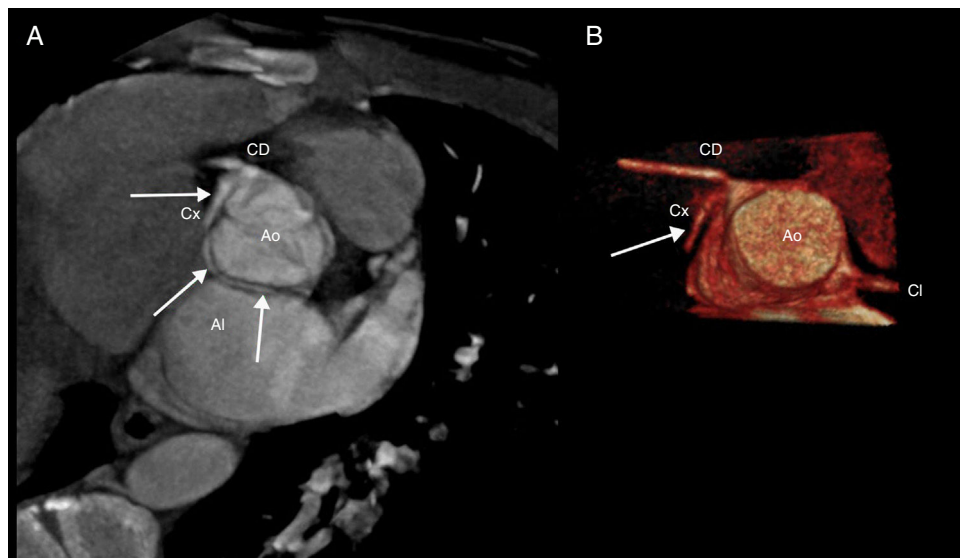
A) Corte axial de la tomografía computarizada multicorte. Las flechas blancas señalan el origen y recorrido de la circunfleja (Cx). Esta se origina en el seno coronario derecho, a partir de un *ostium* independiente al de la coronaria derecha (CD), con un trayecto retroaórtico entre aorta (Ao) y aurícula izquierda (AI). B) Reconstrucción volumétrica 3D.
